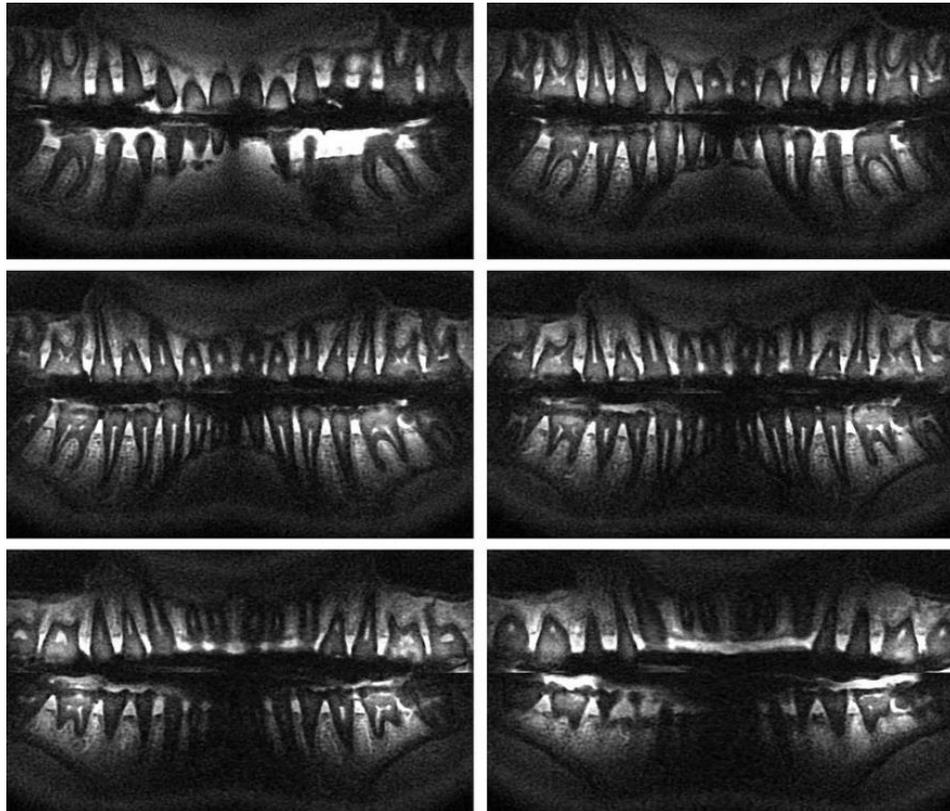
RM en odontología
